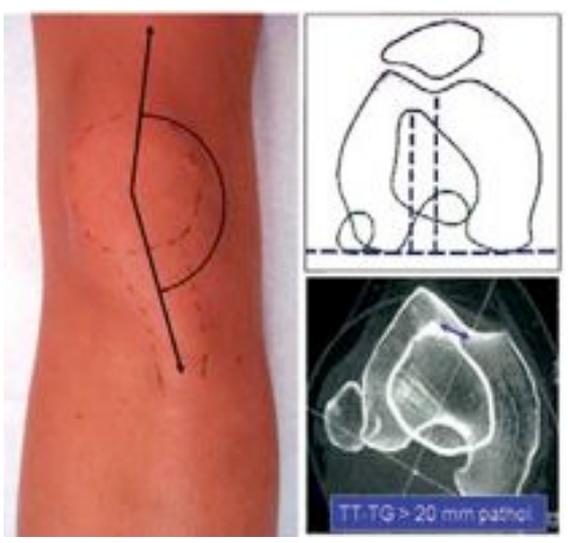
a) Klinische Messung des Q-Winkels, b/c) computertomographische Quantifizierung des TTTG-Abstands.
